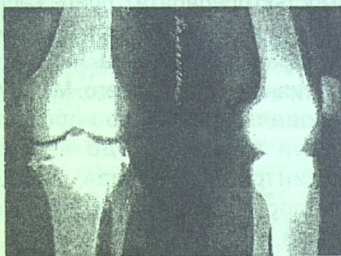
Рентгенограмма остеосинтеза болтом стяжкой
